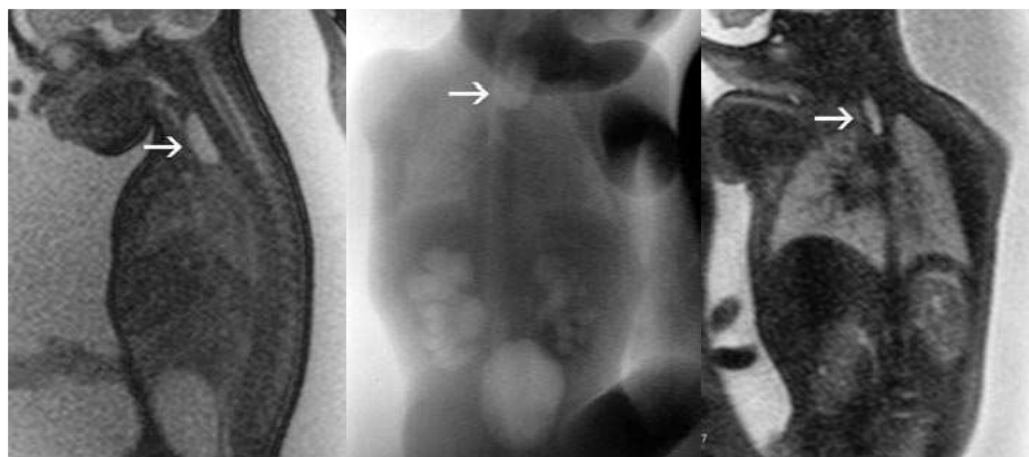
IRM fœtale montrant une dilatation de l'œsophage thoracique proximal (pouch sign) avec hydramnios chez un fœtus ayant une AO [43]
